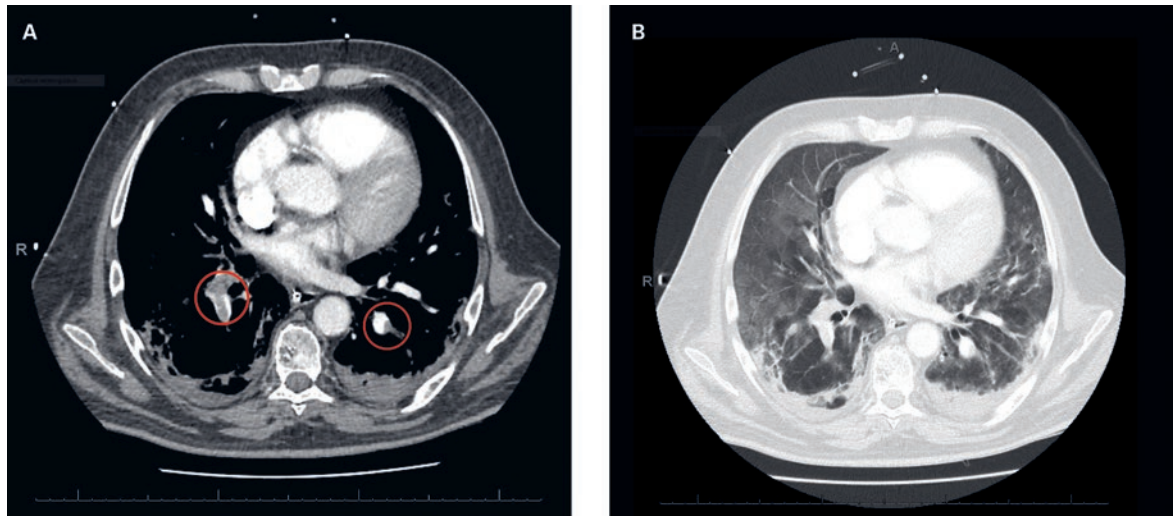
CT-Angiographie des Thorax, Axialschnitte: A) Lungenembolien (rechts lobär und links plurisegmental; Kreise). B) Milchglasartige Lungeninfiltrate mit COVID-19-typischen peripheren Verdichtungen.
